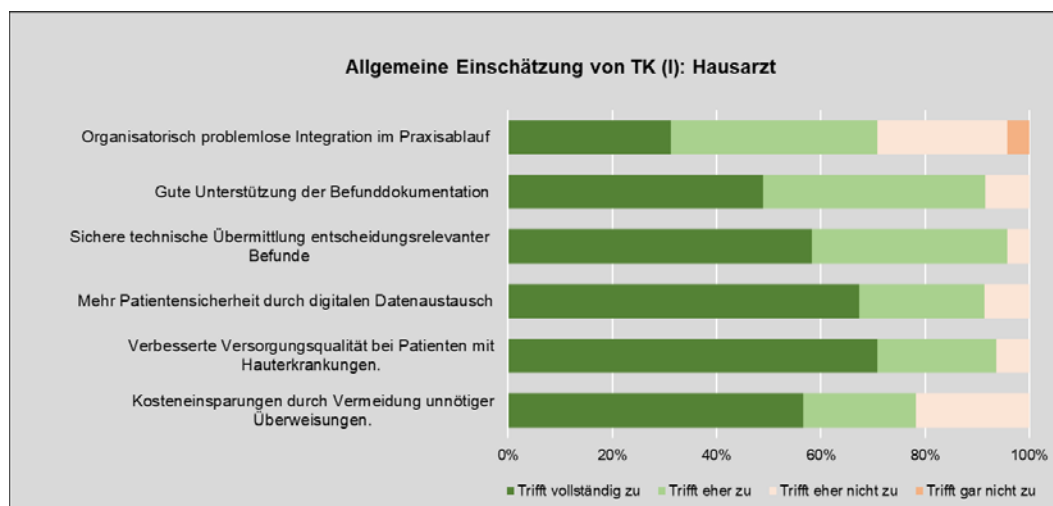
Allgemeine Einschätzung von TK (I): Hausarzt
